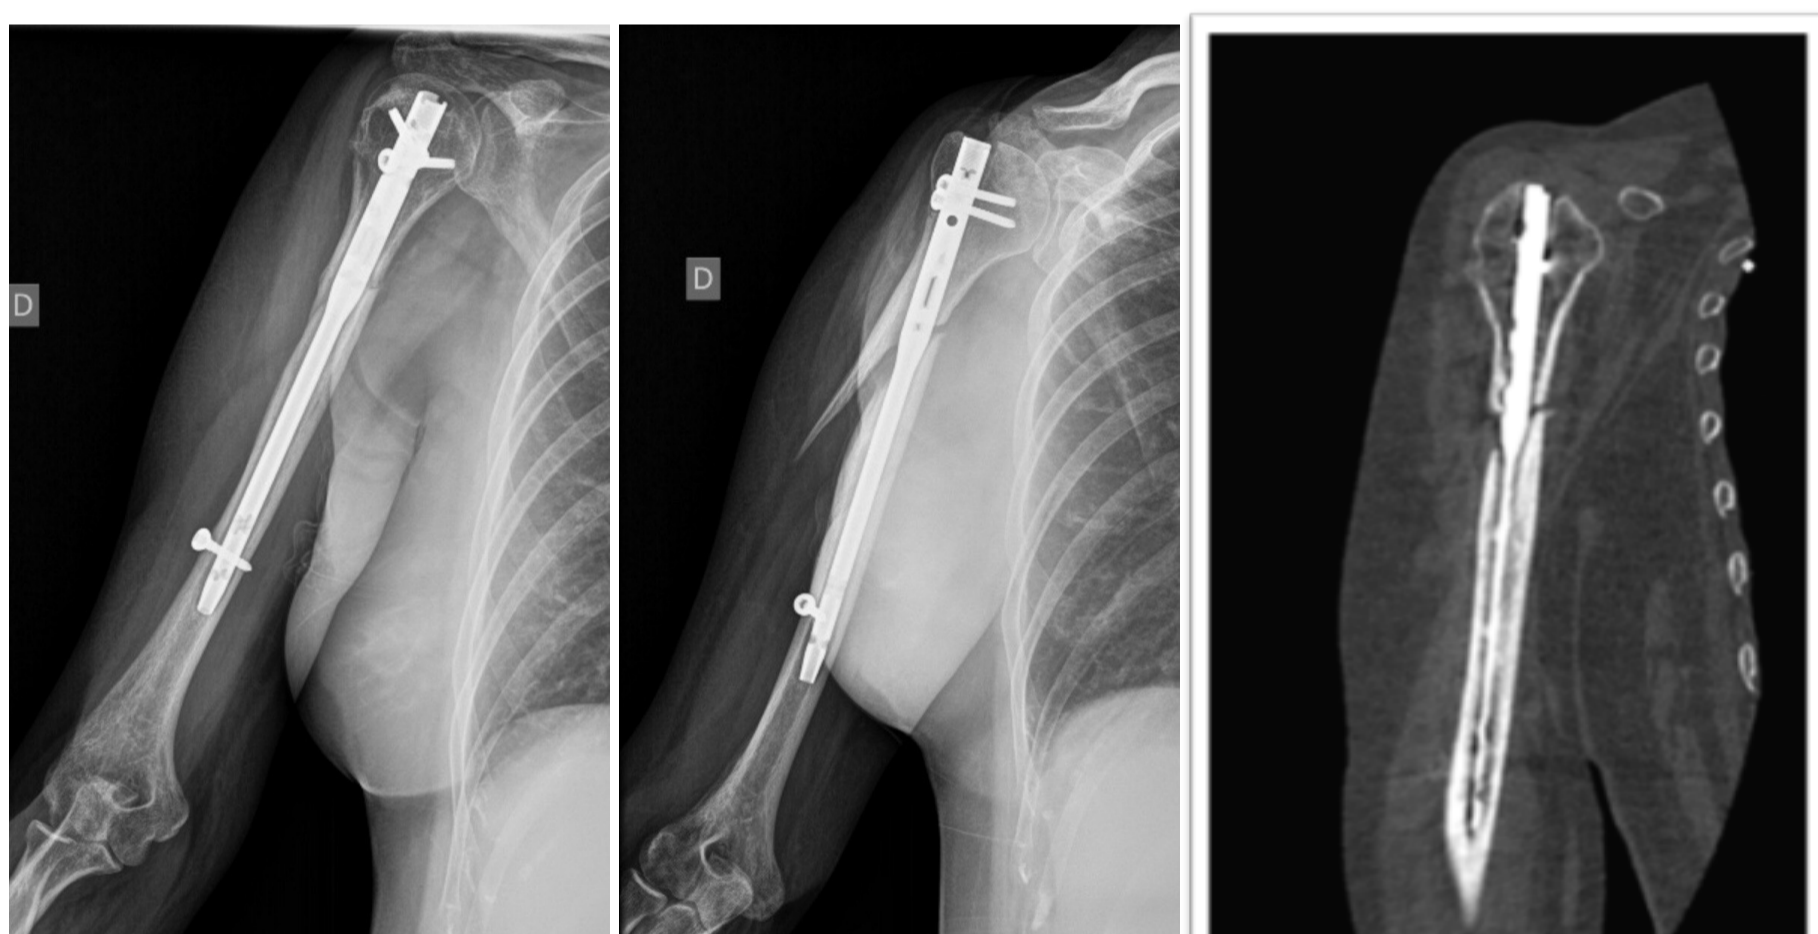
Radiografías anteroposterior y lateral y Tomografía computarizada (TC) de húmero derecho a los cuatro meses de la cirugía.
